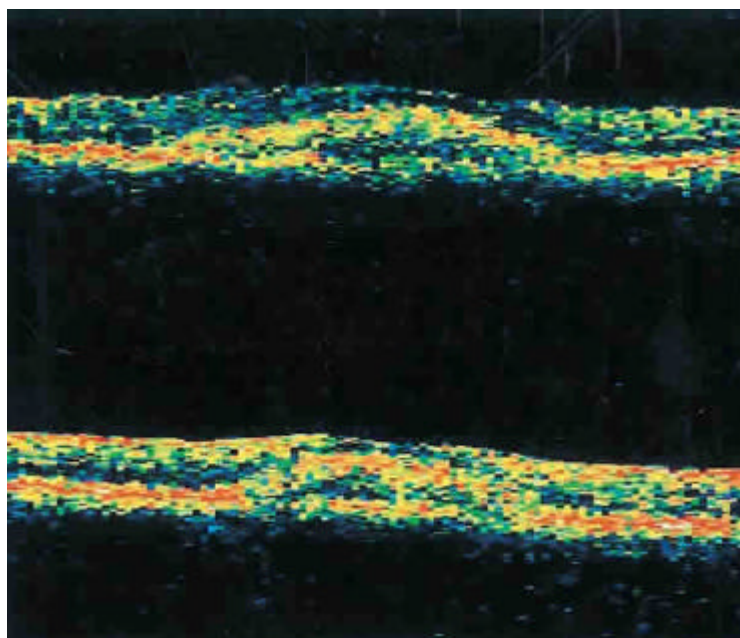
Tomografía óptica de coherencia (paciente número 4). OD arriba y OI abajo. La imagen sobreelevada corresponde a la lesión. Se mantiene al menos parcialmente la banda hiperreflectante correspondiente al epitelio pigmentario. Adelgazamiento de la retina neurosensorial encima de la lesión.
